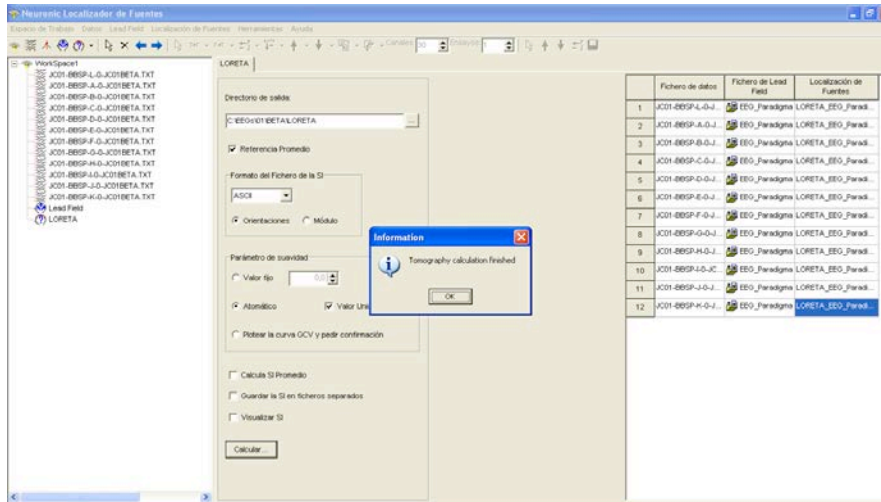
Cálculo de la tomografía (Fuente: Elaboración propia).
